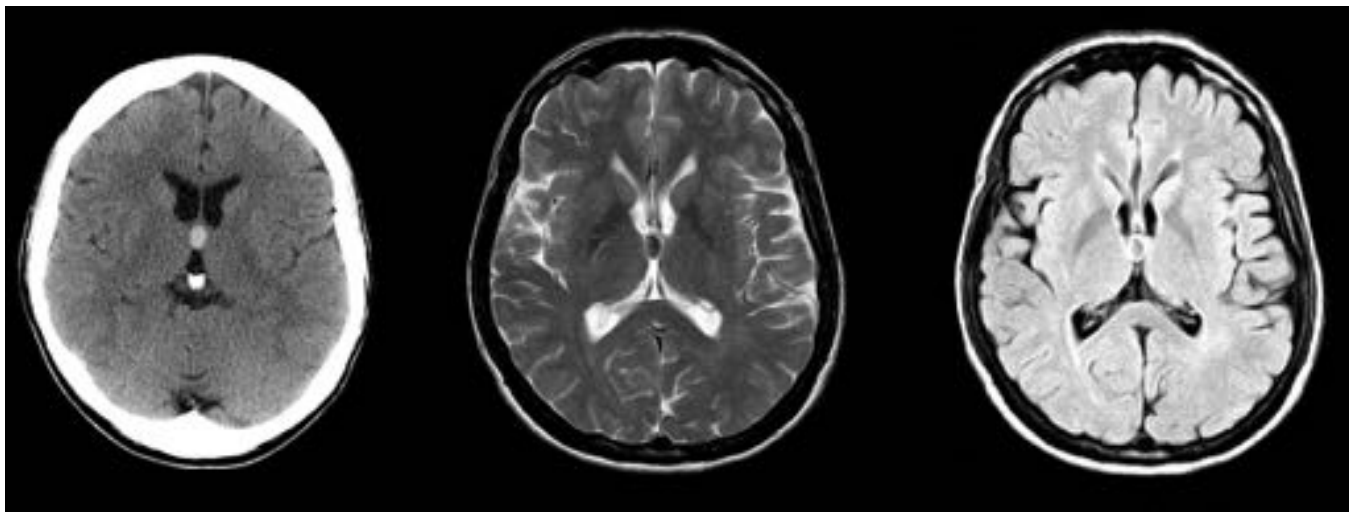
Cortes axiales de TC sin contraste, y secuencias de resonancia en T2 y FLAIR. Se muestra una lesión redondeada hiperdensa en TC localizada en el III ventrículo correspondiente a quiste coloide. Su intensidad de señal en las secuencias de resonancia es variada según su contenido.
